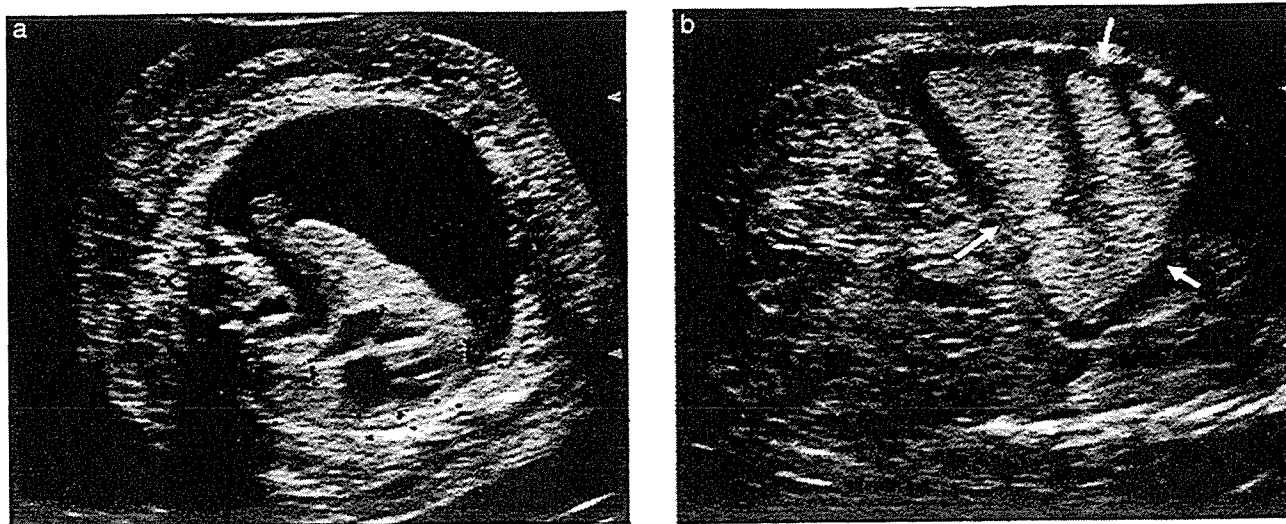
Ultrasonography of Case 1 at 30 weeks' gestation. (a) Transverse section of the thorax showing a mediastinal shift, pleural effusion and thick subcutaneous edema. (b) Sagittal section of the thorax showing a hyperechogenic mass (arrows).
